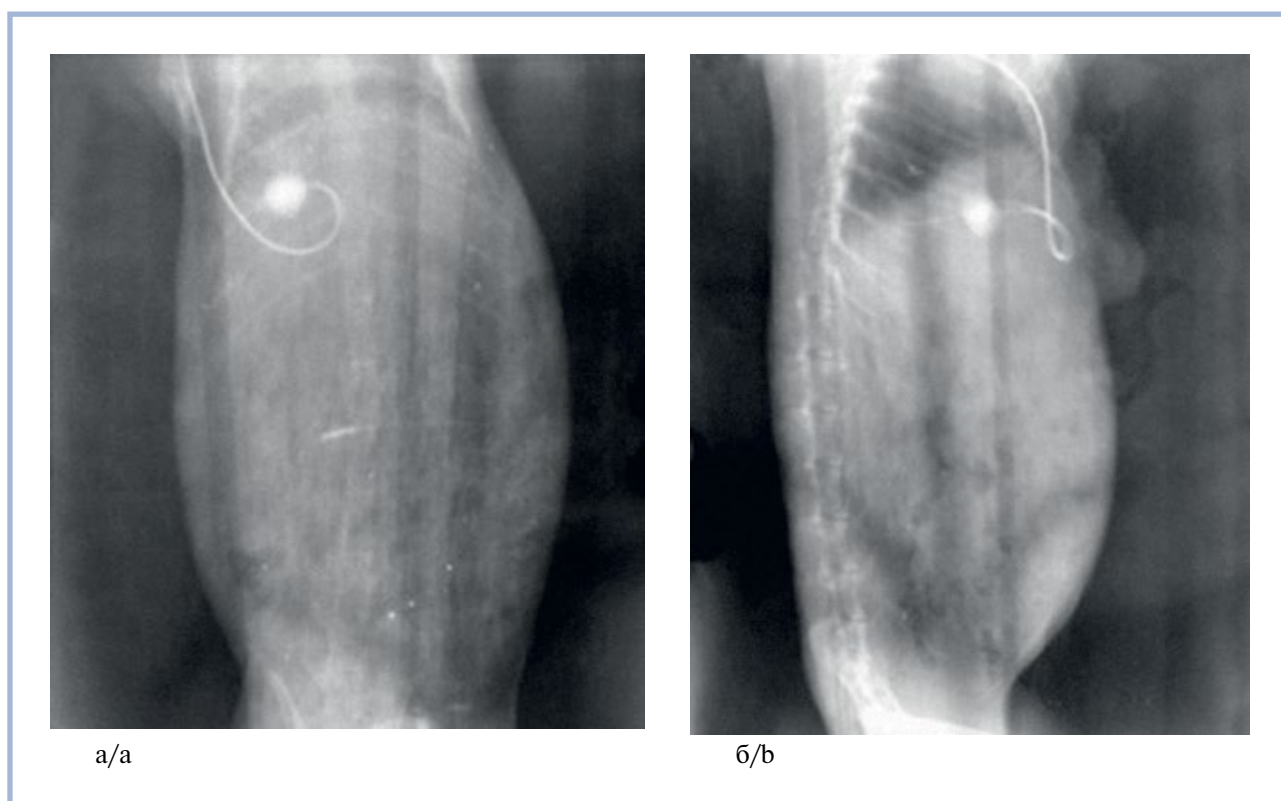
Рентгенограммы кролика с контрастированной полостью ГАП.
